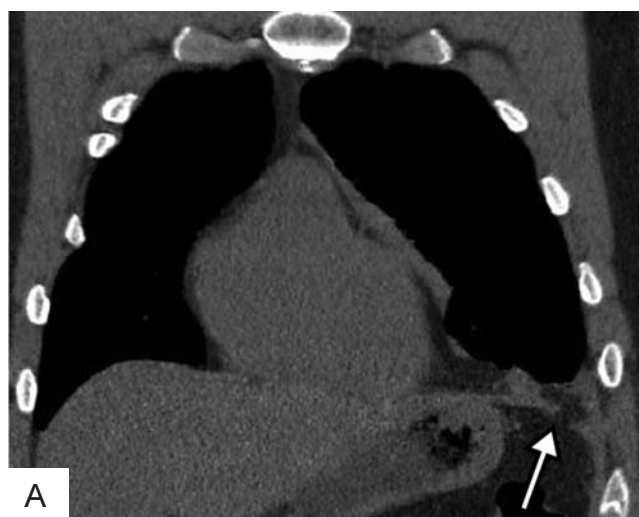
Компьютерные томограммы пациента К., 32 лет. А: дефект левого купола диафрагмы с пролабированием клетчатки брюшной полости (стрелка). Б: левосторонний гемоторакс (черная стрелка) и компрессионный ателектаз нижней доли левого легкого (треугольная стрелка). В: контрольная КТ после оперативного лечения. Восстановление целостности левого купола диафрагмы (стрелка)
